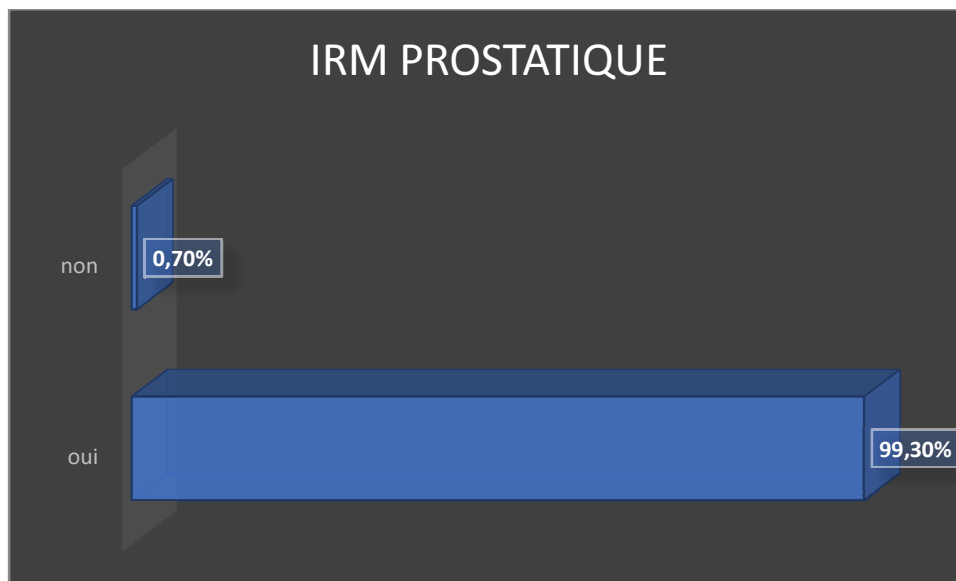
La répartition des cas selon IRM prostatique.
